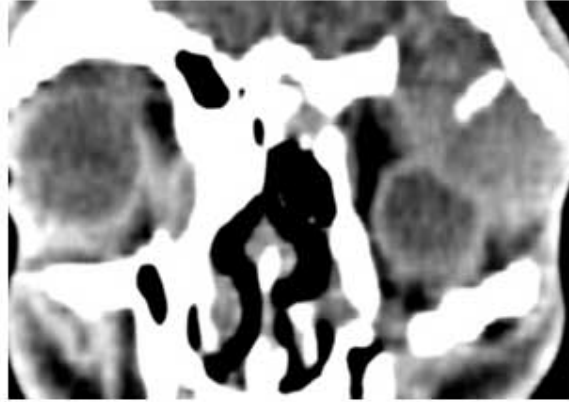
Tomografía Axial Computadorizada de órbitas que muestra la fractura del techo y del piso orbitario.
